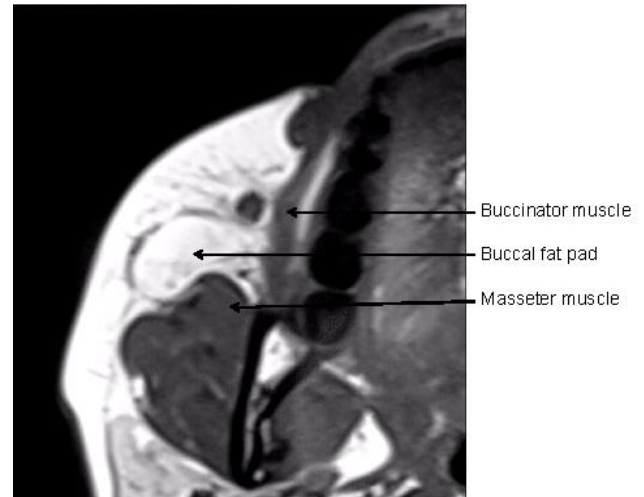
Coupe axiale IRM illustrant la relation anatomique du corps adipeux buccal avec les muscles masséter et buccinateur
